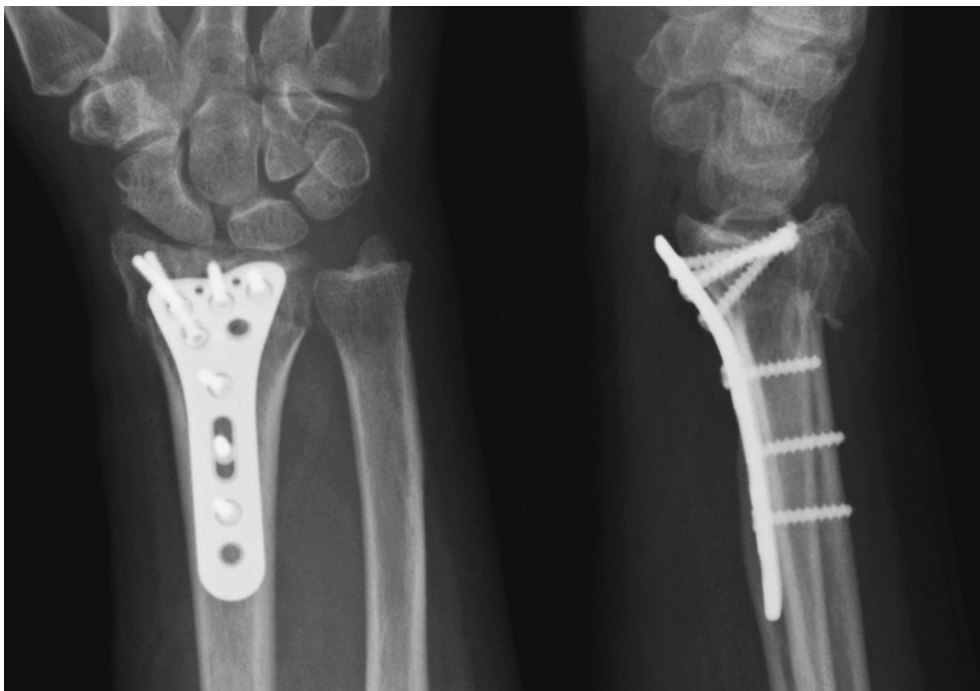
症例2. 術直後単純X線 整復は十分でなく、背屈変形と背側骨片の転位が残存している
